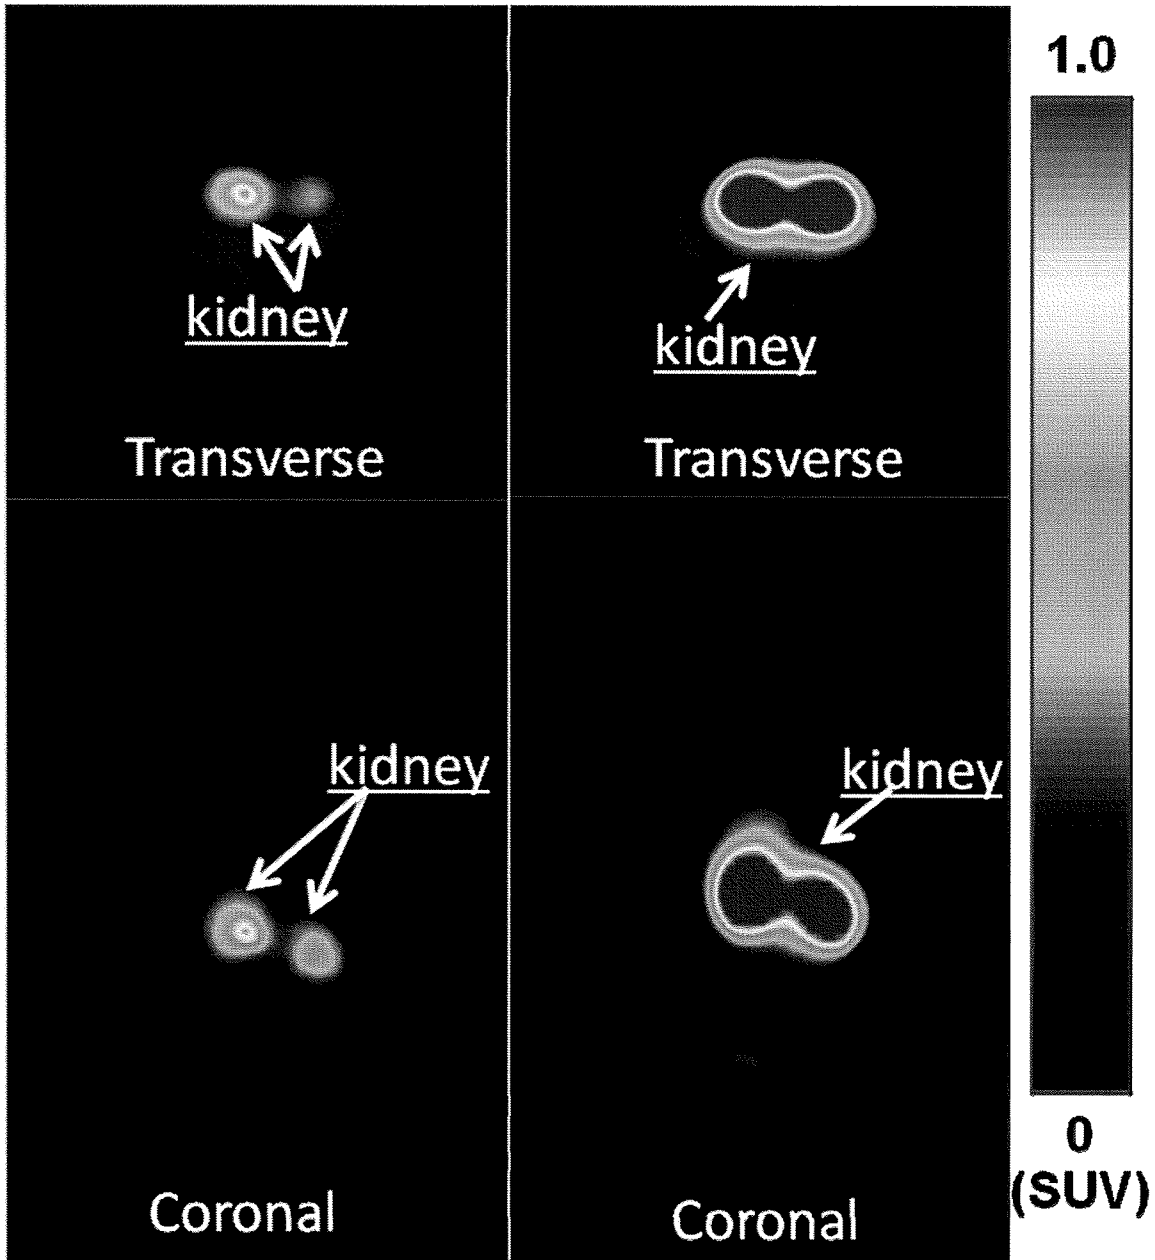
PET imaging of ^{68}Ga -DOTA-D-Phe¹-octreotide and ^{68}Ga -DOTA-Asp-Asp¹-octreotide.
